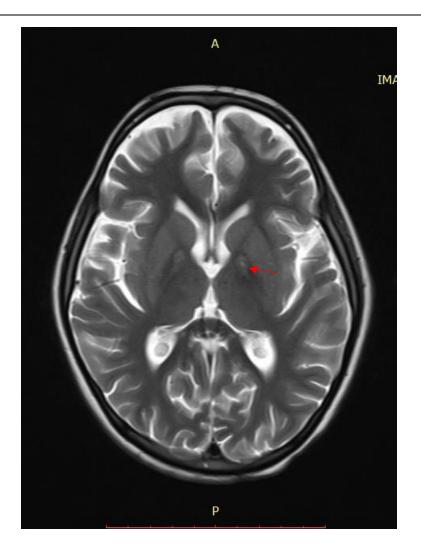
Resonancia magnética de cerebro, corte axial, secuencia T2, Caso 2: Neurodegeneración Asociada a la Pantotenato Kinasa (PKAN), con el clásico patrón de "ojo de tigre" a nivel de los globos pálidos bilateralmente secundario a depósitos de hierro.
